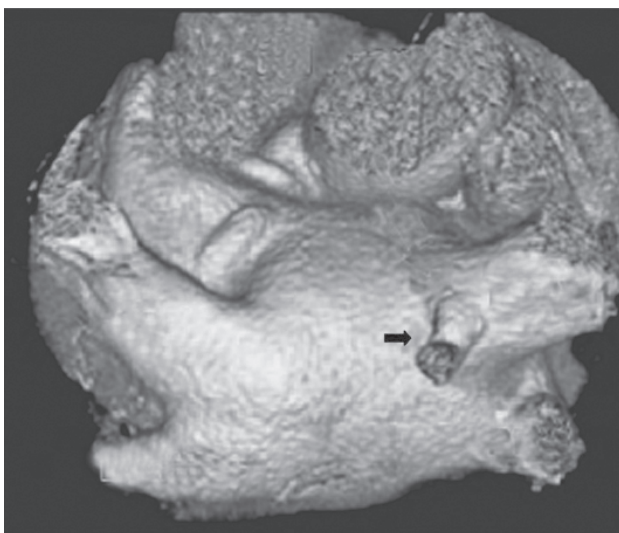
МСКТ. Трехмерная реконструкция левого предсердия и легочных вен (вид сзади). Видна добавочная правая средняя легочная вена (показано стрелкой)
